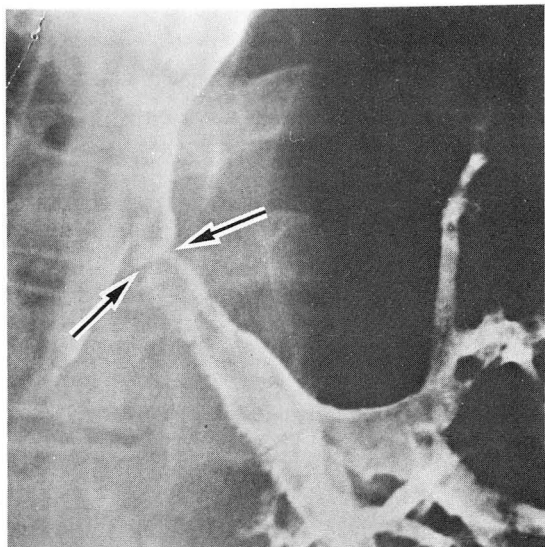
Case 1. Cineradiography during balloon dilatation. Initially, a notching in the inflated balloon is seen at the stenotic segment(A, arrow), which shows almost normal caliber after dilatation(B, arrow).
